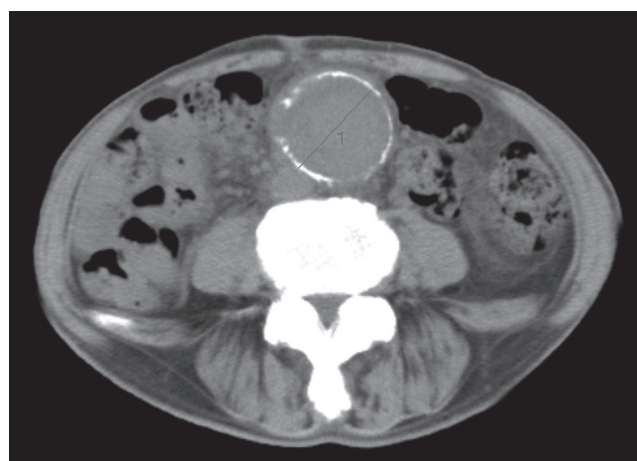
Preoperative computed tomography of case 2.
